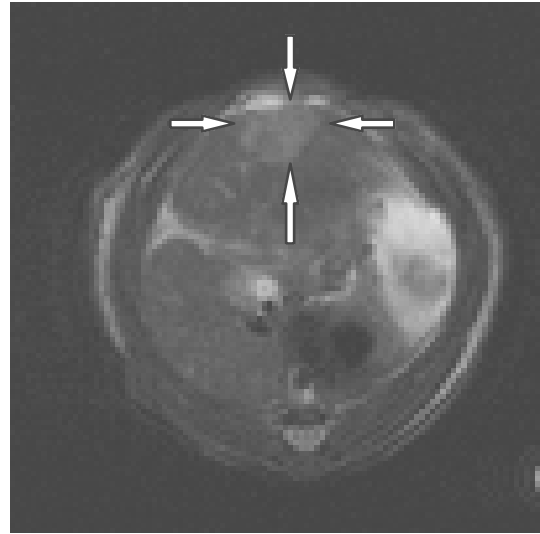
Tumorwachstum nach Applikation von 5-FU-SUV-PEG i.a. (Gruppe 3):
